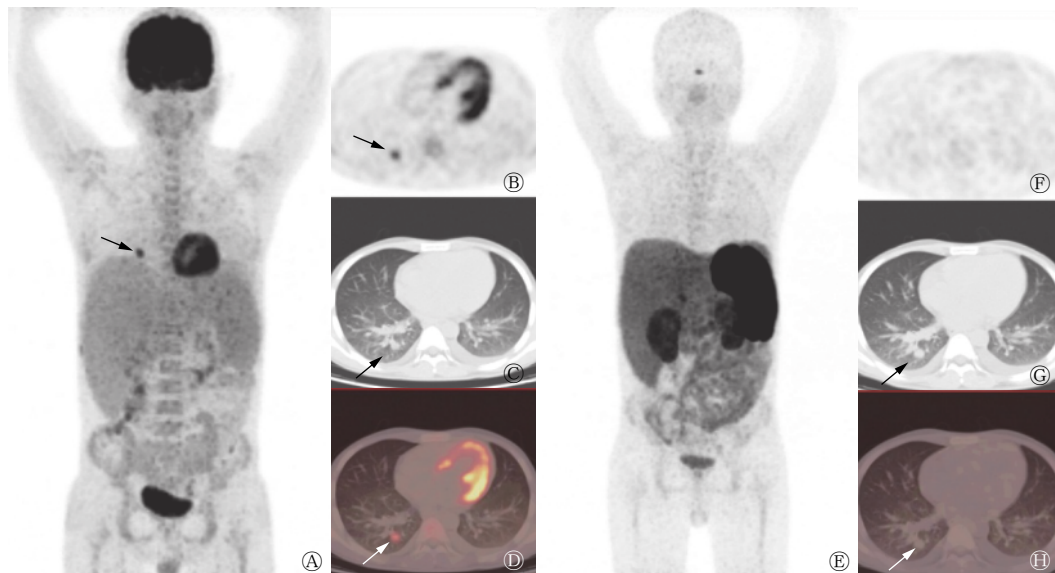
肺内结外 NK/T 细胞淋巴瘤患者(男性, 27 岁) ^{18}F -FDG 和 ^{68}Ga -DOTATATE 的 PET/CT 显像图 图中, A~D: ^{18}F -FDG PET/CT 显像图, 其中 A 为 MIP 图、B 为 PET 图、C 为 CT 肺窗图、D 为 PET/CT 融合显像图, 箭头示右肺结节呈 ^{18}F -FDG 高摄取, SUV_{max} 为 4.6, SUV_{mean} 为 2.6; E~H: ^{68}Ga -DOTATATE PET/CT 显像图, 其中 E 为 MIP 图、F 为 PET 图、G 为 CT 肺窗图、H 为 PET/CT 融合显像, 箭头示右肺结节 ^{68}Ga -DOTATATE 无明显摄取。FDG: 氟脱氧葡萄糖; DOTATATE: 1, 4, 7, 10-四氮杂十二烷-N, N, N, N-四乙酸-D-苯丙氨酸 1-酪氨酸 3-苏氨酸-8-奥曲肽; PET: 正电子发射断层显像术; CT: 计算机体层摄影术; MIP: 最大密度投影; SUV_{max} : 最大标准化摄取值; SUV_{mean} : 平均标准化摄取值
